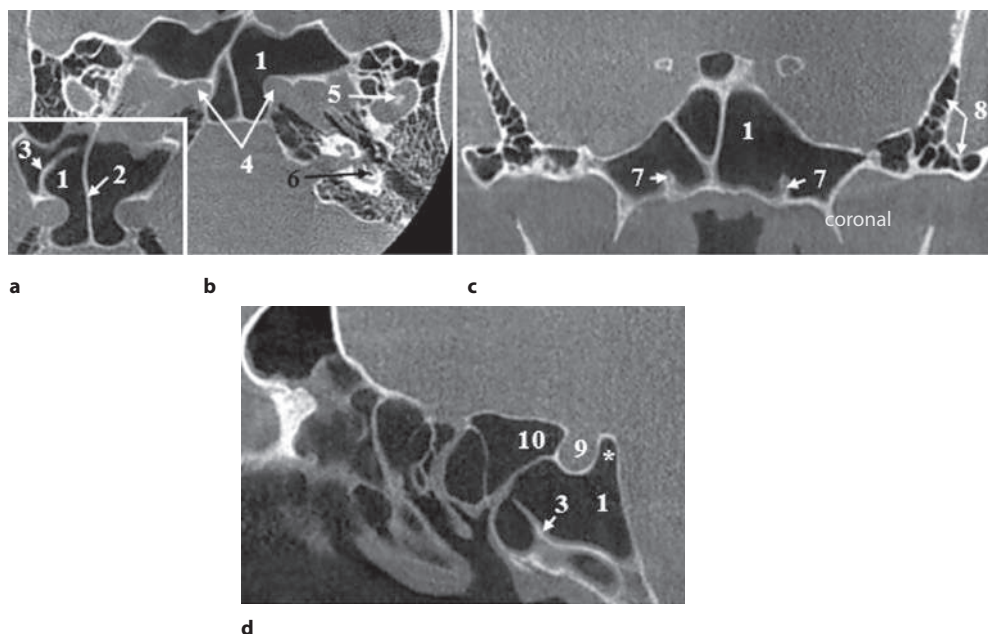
Пациент М. КЛКТ, аксиальные (а, b), фронтальный (с) and сагиттальный (d) срезы. Пневматизация больших крыльев (воздухоносная полость распространяется кнаружи от линии, соединяющей круглое отверстие с крыловидным каналом) и основания крыловидного отростка. Двусторонняя протрузия крыловидных каналов. Дополнительная перегородка, ограничивающая фрагмент правой пазухи. Протрузия внутренних сонных артерий. Двусторонняя пневматизация височной кости. 1 – клиновидная пазуха; 2 – перегородка клиновидных пазух; 3 – дополнительная перегородка (септа); 4 – сонные каналы; 5 – верхняя поверхность суставной головки нижней челюсти; 6 – полукружные каналы; 7 – крыловидный (видиев) канал; 8 – пневматизация чешуйчатой части височной кости и скулового отростка; 9 – турецкое седло (* пневматизация спинки турецкого седла); 10 – клетка Оноди
